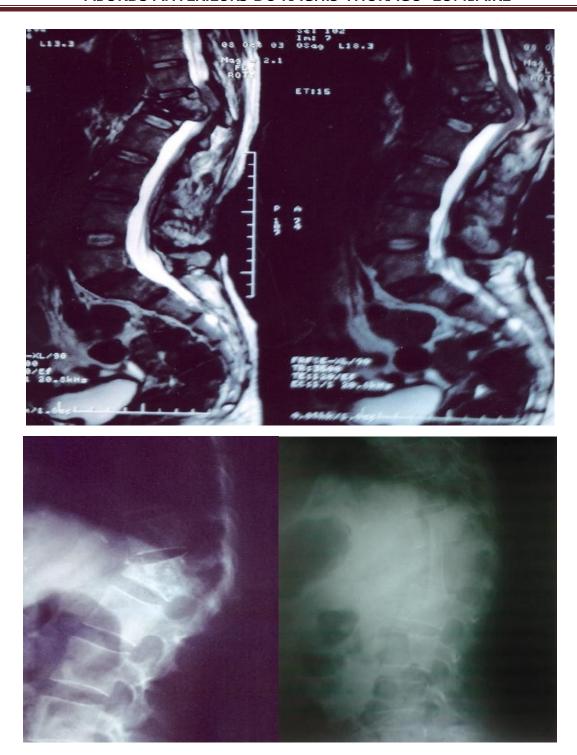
une Spondylodiscite tuberculeuse. IRM du rachis coupe sagittale en T2 (A, B) montrant une spondylodiscite infectieuse T12-L1 (en Haut).
